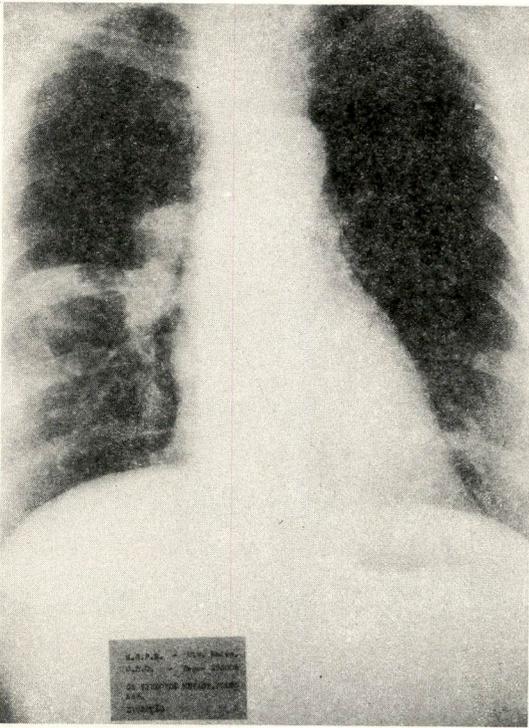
Radiografia de tórax em caso de neoplasma diferenciada, onde se nota desvio traqueal para a E.
